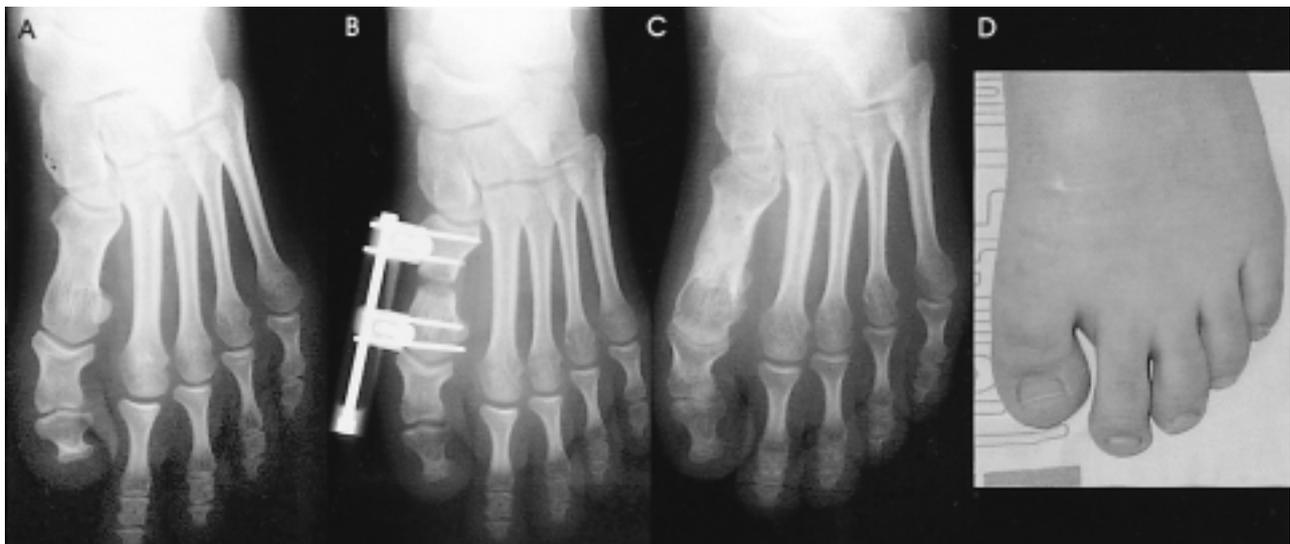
Brachymetatarsia of first toe in 12 year-old girl. (A) Preoperative radiograph shows brachymetatarsia of first toe. (B) Foot AP view shows callus formation during lengthening. (C) After consolidation, adequate length was gained and removal of external fixator was performed. (D) Photograph at last follow up shows no remaining shortening and no complications.
